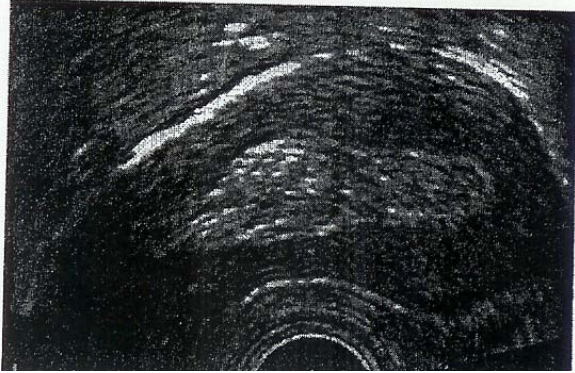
Image échographique d'un avortement incomplet
